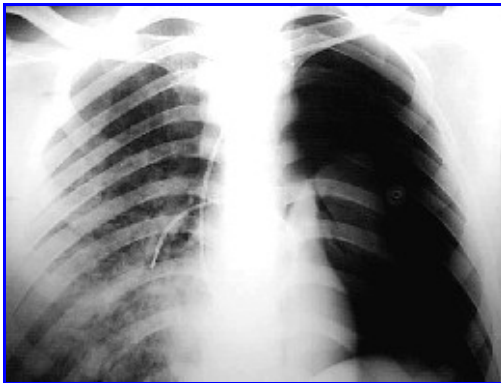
Radiografía de tórax. Traumatismo de tórax derecho con neumotórax izquierdo, secundario a punción subclavia para inserción de catéter de Swan-Ganz.
